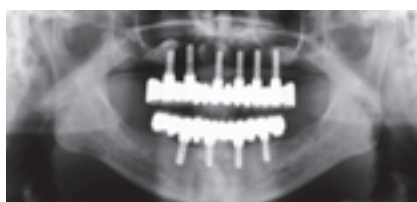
荷重後1年パノラマX線写真。骨吸収は認めない。
